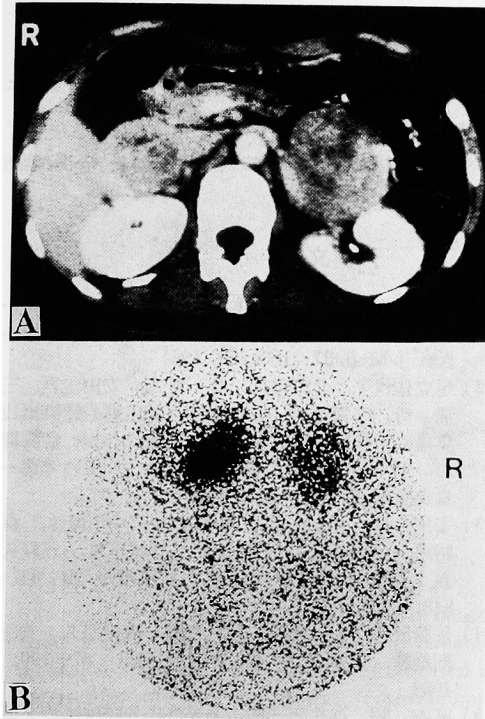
A. Abdominal CT showed bilateral adrenal tumor.
